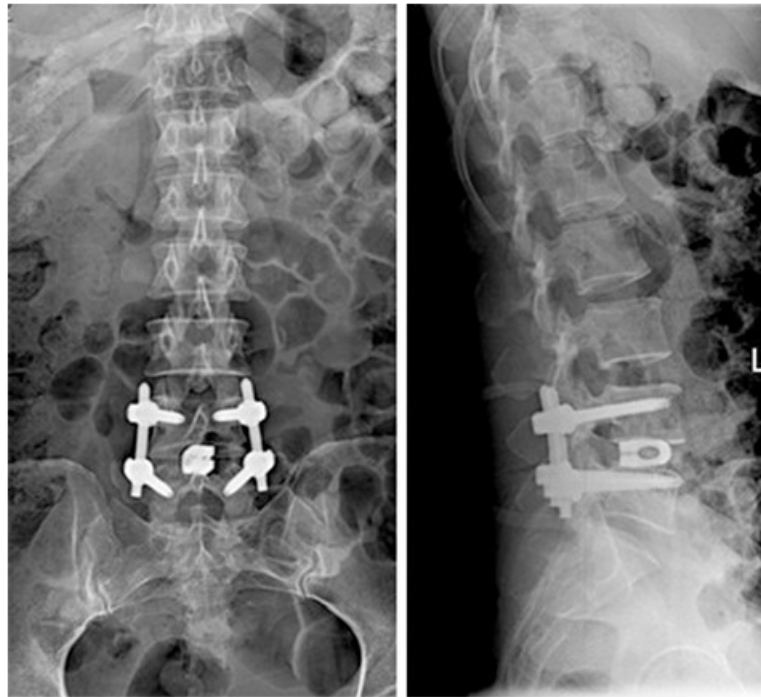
Controllo radiografico intraoperatorio del posizionamento delle viti peduncolari in artrodesi lombare posteriore mini-invasiva: vista antero-posteriore e laterale (L). Da: Song et al. A minimally invasive posterior lumbar interbody fusion. PMC. 2014. PMC4276162.”
